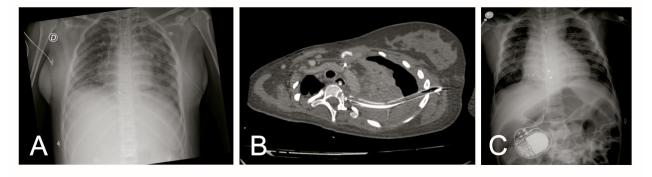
Adolescente de 16 años con Leucemia Linfoblástica aguda con hidroneumotórax. A. Radiografía de tórax anteroposterior que muestra tubo de drenaje pleural con cabo distal en tercio superior del hemitórax izquierdo, orificios laterales del tubo se encuentran medial al espacio pleural. B. Tomografía computarizada de tórax en reconstrucción axial ventana mediastinal con presencia de tubo de drenaje pleural con cabo distal en mala posición proyectado en la región paravertebral izquierda. C. Radiografía de abdomen en decúbito de un paciente de 3 años con doble salida del ventrículo derecho y portador de marcapaso temporal con la apariencia clásica de las guías epicárdicas estimuladoras colocadas por cirugía abierta (por la presencia de clips quirúrgicos de esternotomía) proyectadas en la aurícula derecha.
